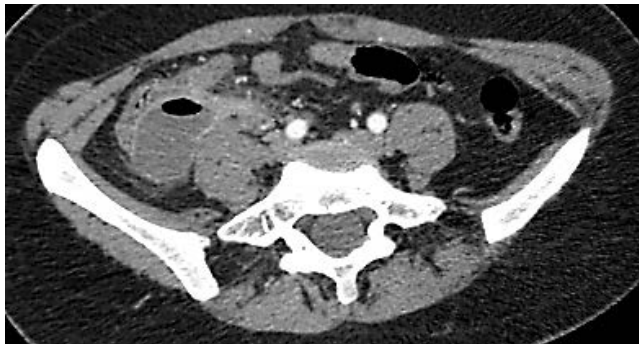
Пациентка С., 38 лет. Парацекальный абсцесс справа. Мультиспиральная компьютерная томография органов брюшной полости с контрастным болюсным усилением (артериальная фаза сканирования)
